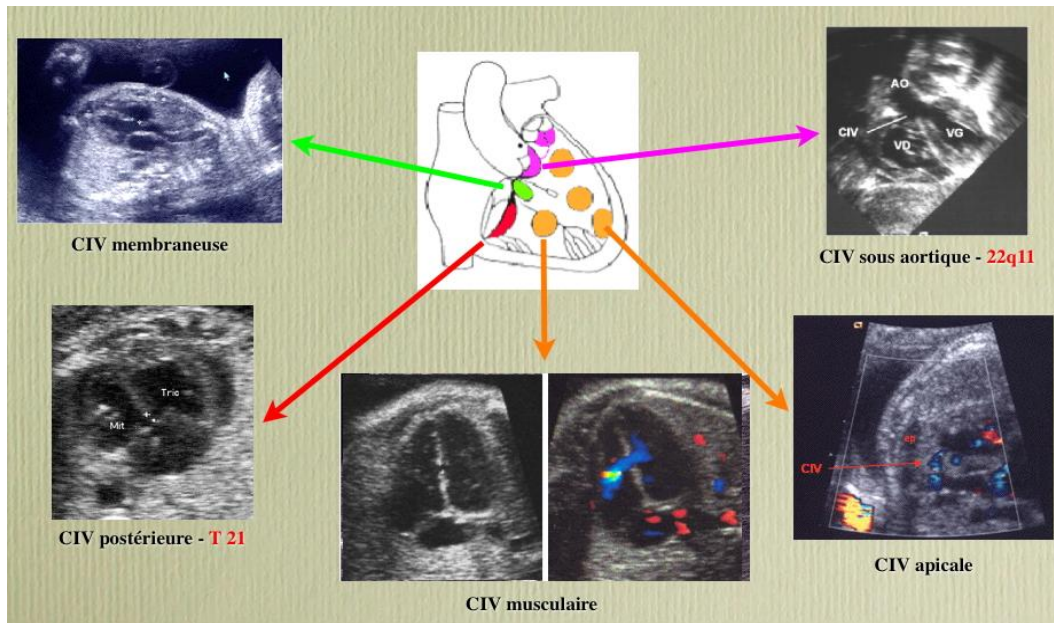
Aspect échographique de la CIV en anténatal [10]
